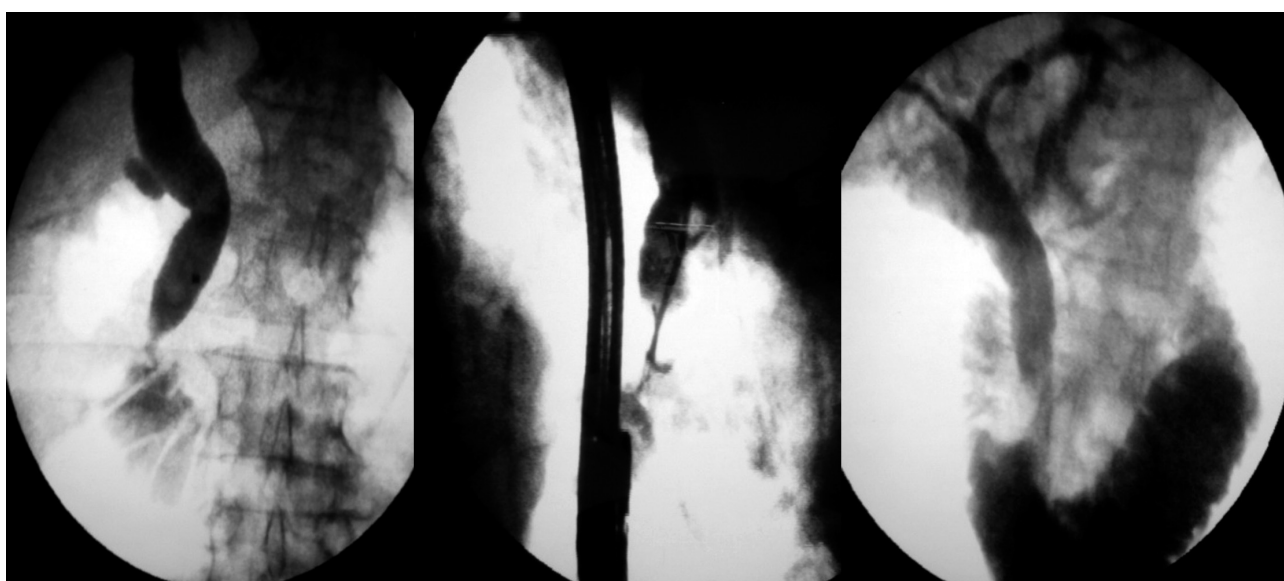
Рентгенограммы больной после резекции желудка по Бильрот-II во время выполнения ретроградной эндоскопической литоэкстракции (объяснение в тексте).
